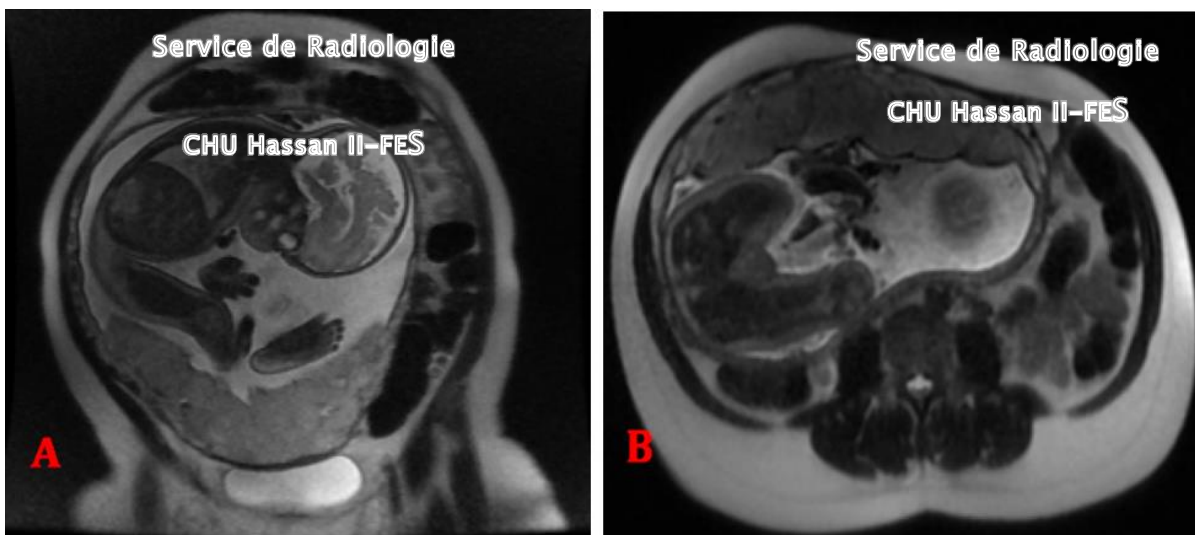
Coupes d'IRM coronale (a) et axiale (b) en faveur d'un placenta bas inséré.
